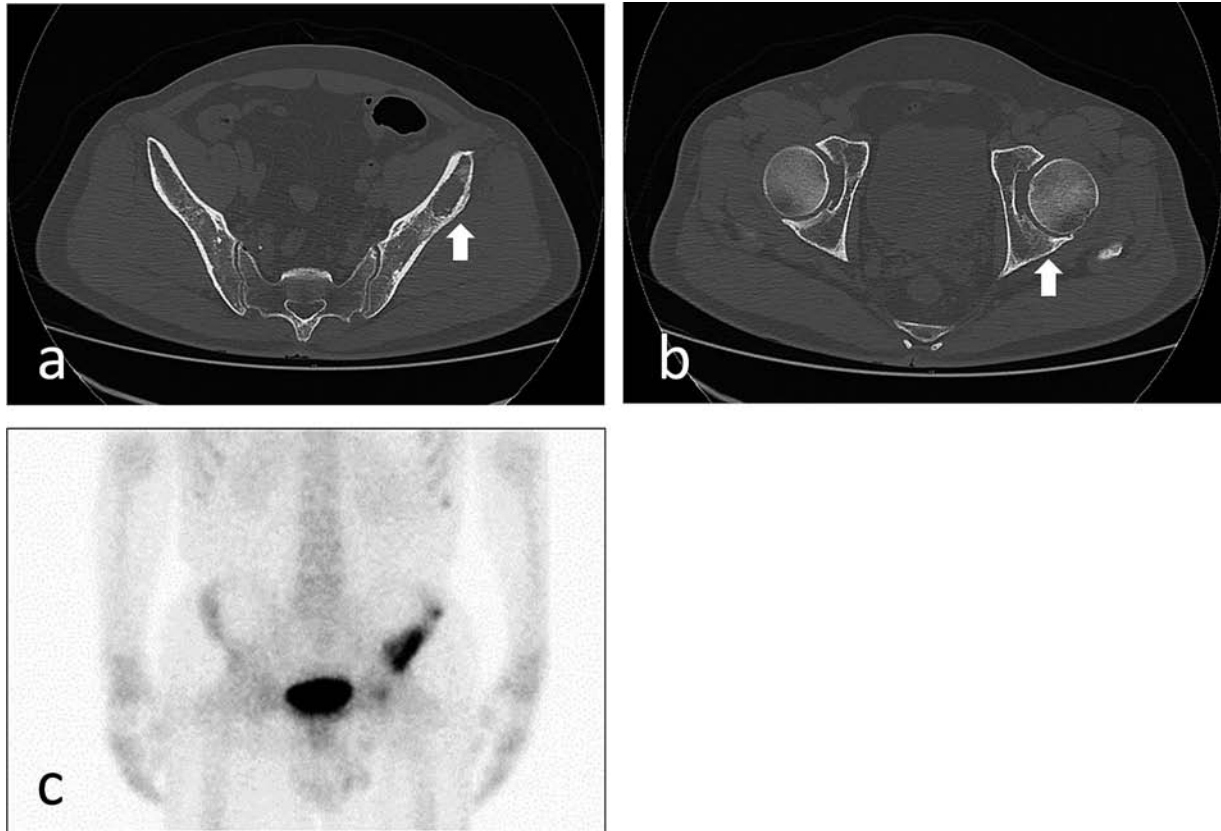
Imaging studies at the initial visit. CT showed osteolytic lesion in the left iliac bone (a) and an osteoblastic lesion in the left acetabulum (b). Bone scintigraphy showed hot spot lesions of the pelvic bone (c).
